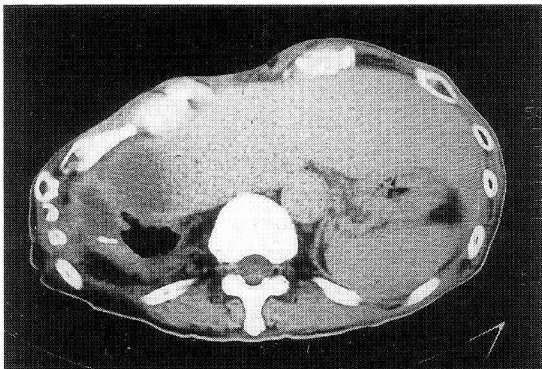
Chest CT film of a patient with malignant fibrous histiocytoma (Case 14). Tumor invasion to liver was evident.
